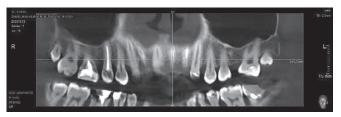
КЛКТ пациентки 3. при обращении Fig. 2. CBCT scan of patient Z. prior to treatment
